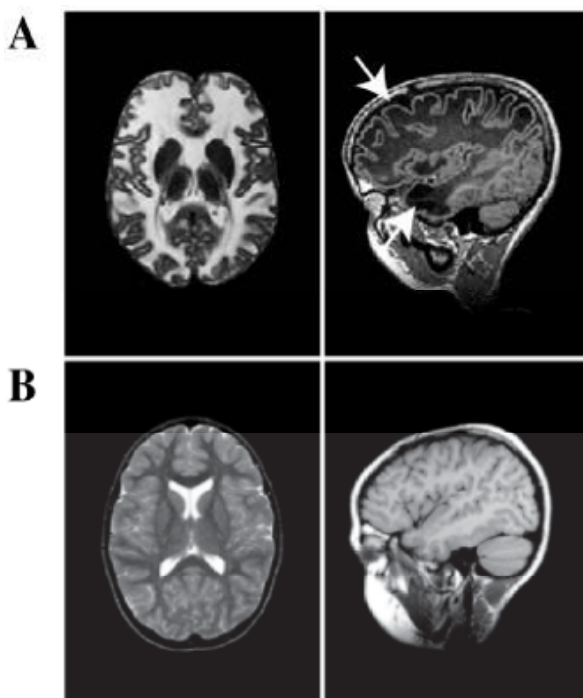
Imatges de MRI corresponents a un pacient de MLC i a un control. A. MRI corresponent a un pacient de MLC, en el que s'observa una substància blanca anormalment difusa i la presència de quists a nivell fronto-parietal i anterior-temporal (fletxes). B. MRI corresponent a un nen no afectat per la malaltia. (Esquerra, vistes axials; dreta, vistes sagitals).
